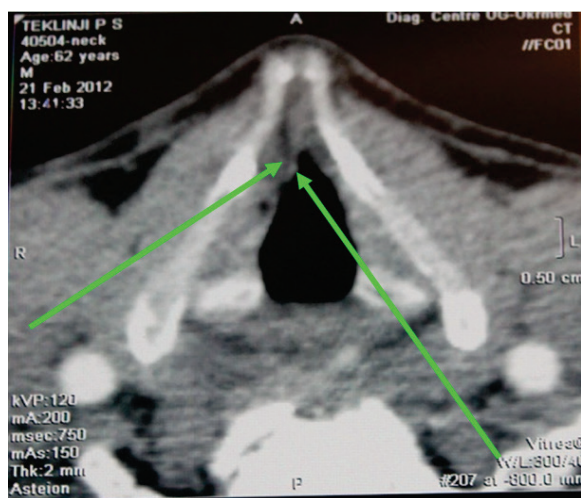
СКТ гортани с контрастным усилением. Показана деформация контура правой голосовой складки и зона со сниженной плотностью (+29+31ед.Н).
